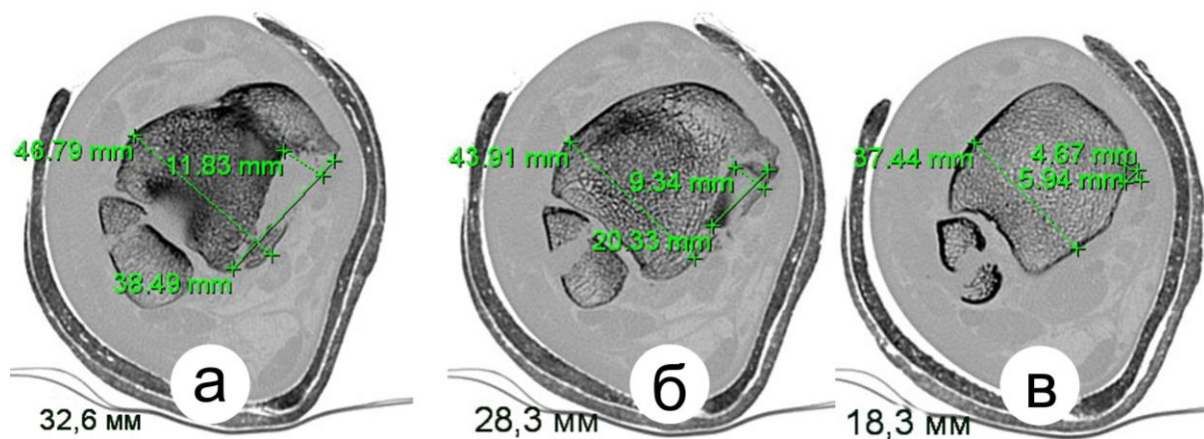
СКТ срезы больного К., 30 л.. (и.б. № 21812). Импрессионный дефект пирамидальной формы высотой 15,3 мм основанием в субхондральной зоне 38,5x11,8 мм
